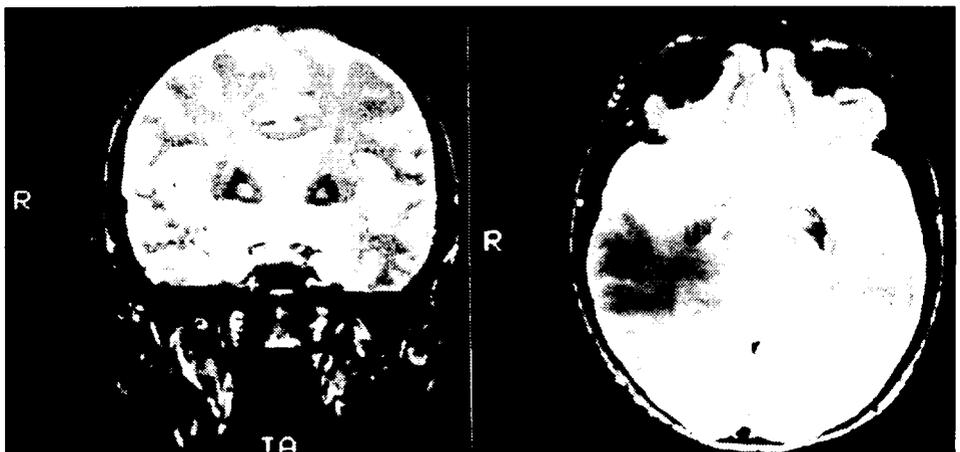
Paciente AAS. Imagem de ressonância magnética (T2): lesões simétricas nos globos pápidos, caracterizadas por acentuação do hiposinal normalmente observado nessas estruturas e presença de área de hipersinal central ("eye-of-the-tiger sign").
